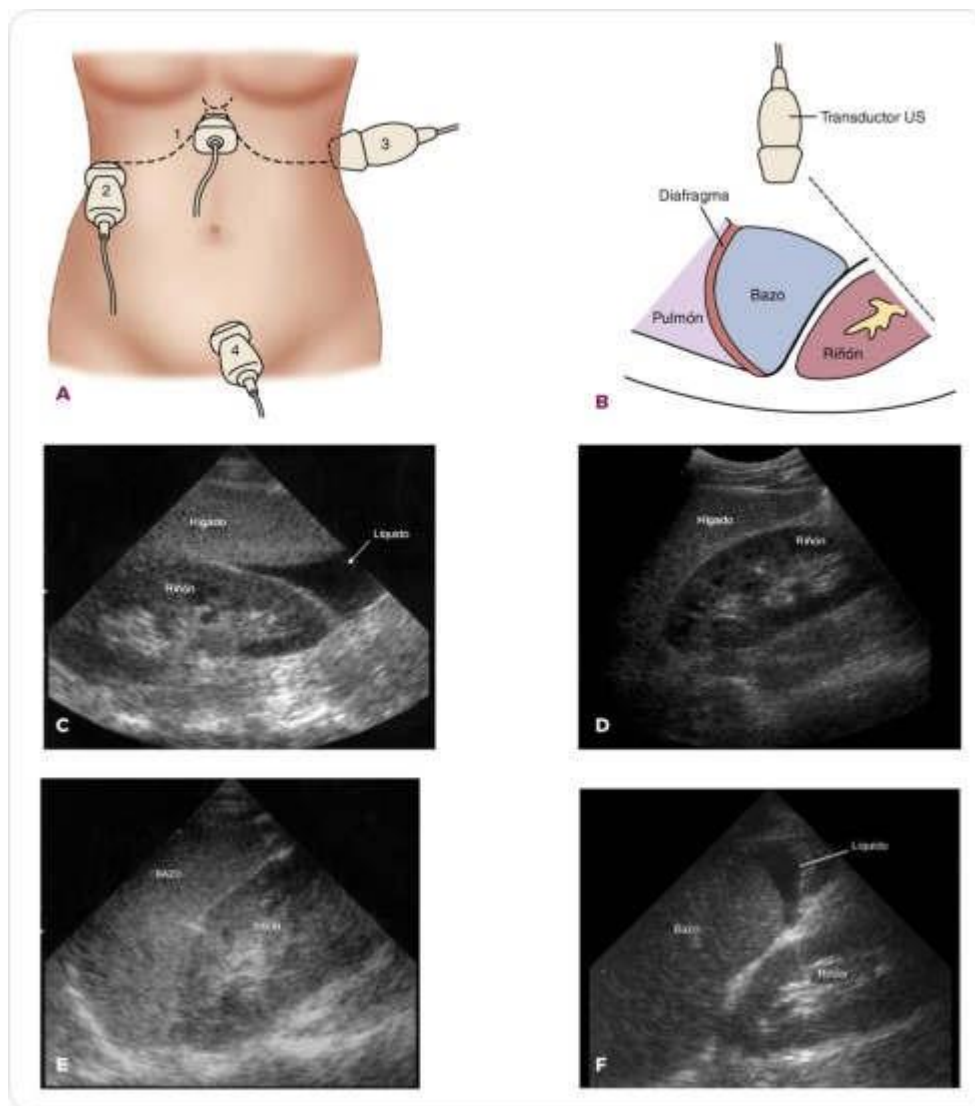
Avaliação por ultrassonografia dirigida de paciente com trauma (RÁPIDO). Um. Quatro visualizações constituem varredura Rápido. Exploração Quase. B, B. Visão esplenorrenal com O identificação de órgãos. Identificação C. c. Visão normal Normal do superior Discagem superior Visão anormal do quadrante superior direito mostrando muestra a presença de líquido (sangue). E. Vista Visão normal do quadrante izquierdo. superior esquerdo. F. Visão anormal quadrante superior esquerdo mostrando muestra a presença de fluido (sangue).
